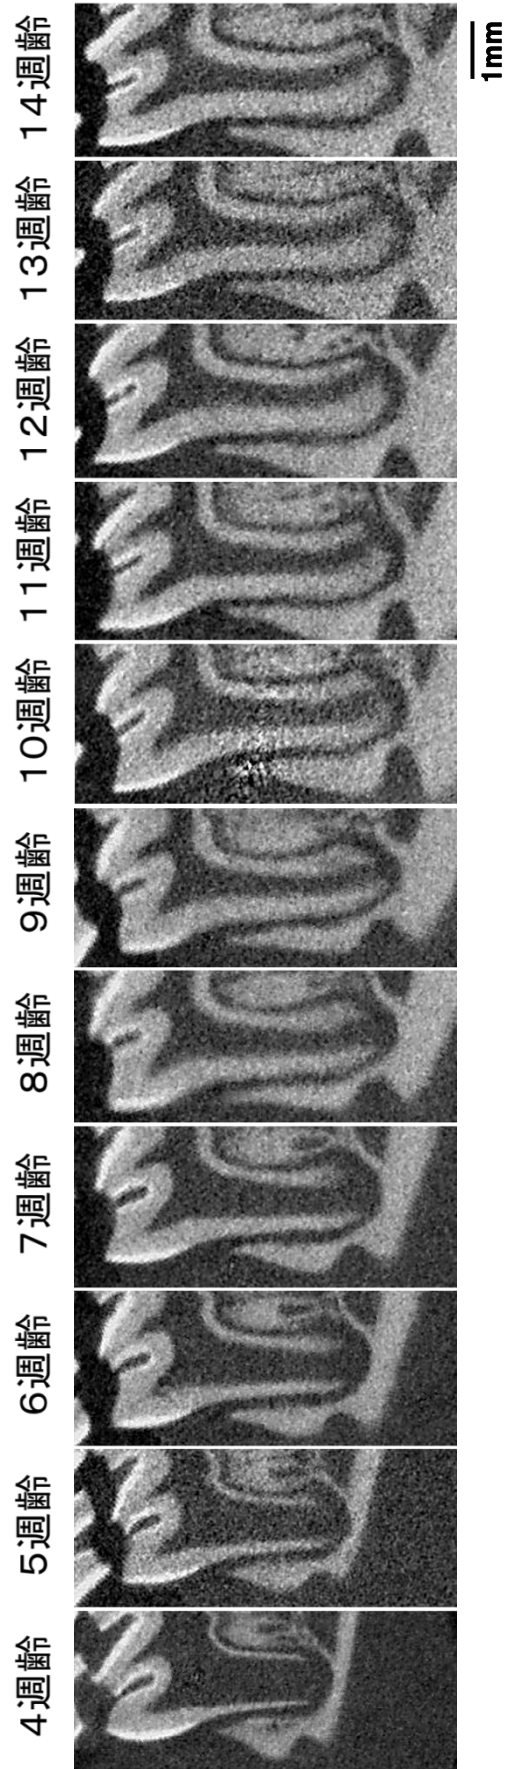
各週齡における下顎第一臼歯近心根のマイクロCT像（矢状断）
